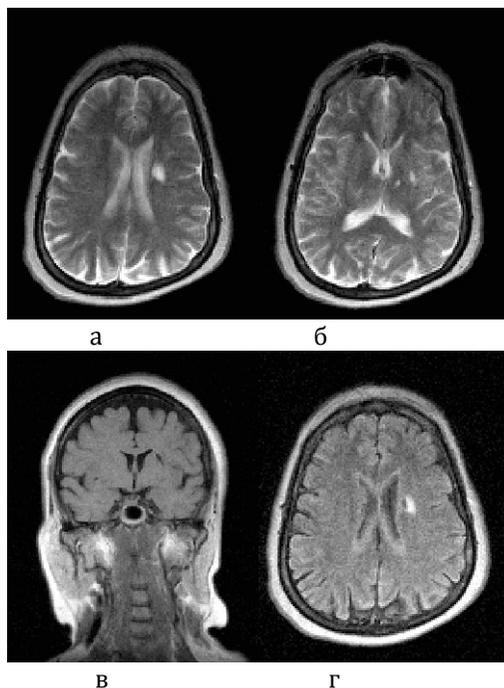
МРТ головного мозга больного Ф., Т2-ВИ, аксиальная проекция (а, б), Т1-ВИ, фронтальная проекция (в), FLAIR-ИП, аксиальная проекция (г). В левом лентикулярном ядре визуализируется лакунарная киста с зоной глиоза по периферии очага
